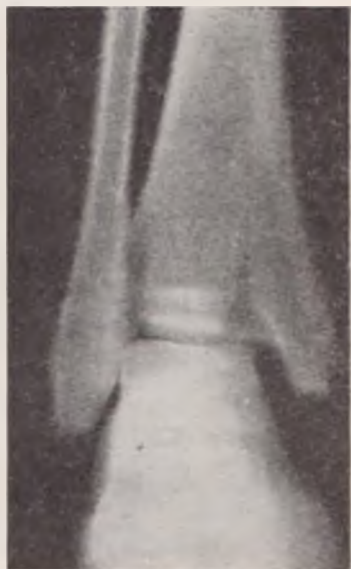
Рентгенограмма супинационного перелома лодыжки.
